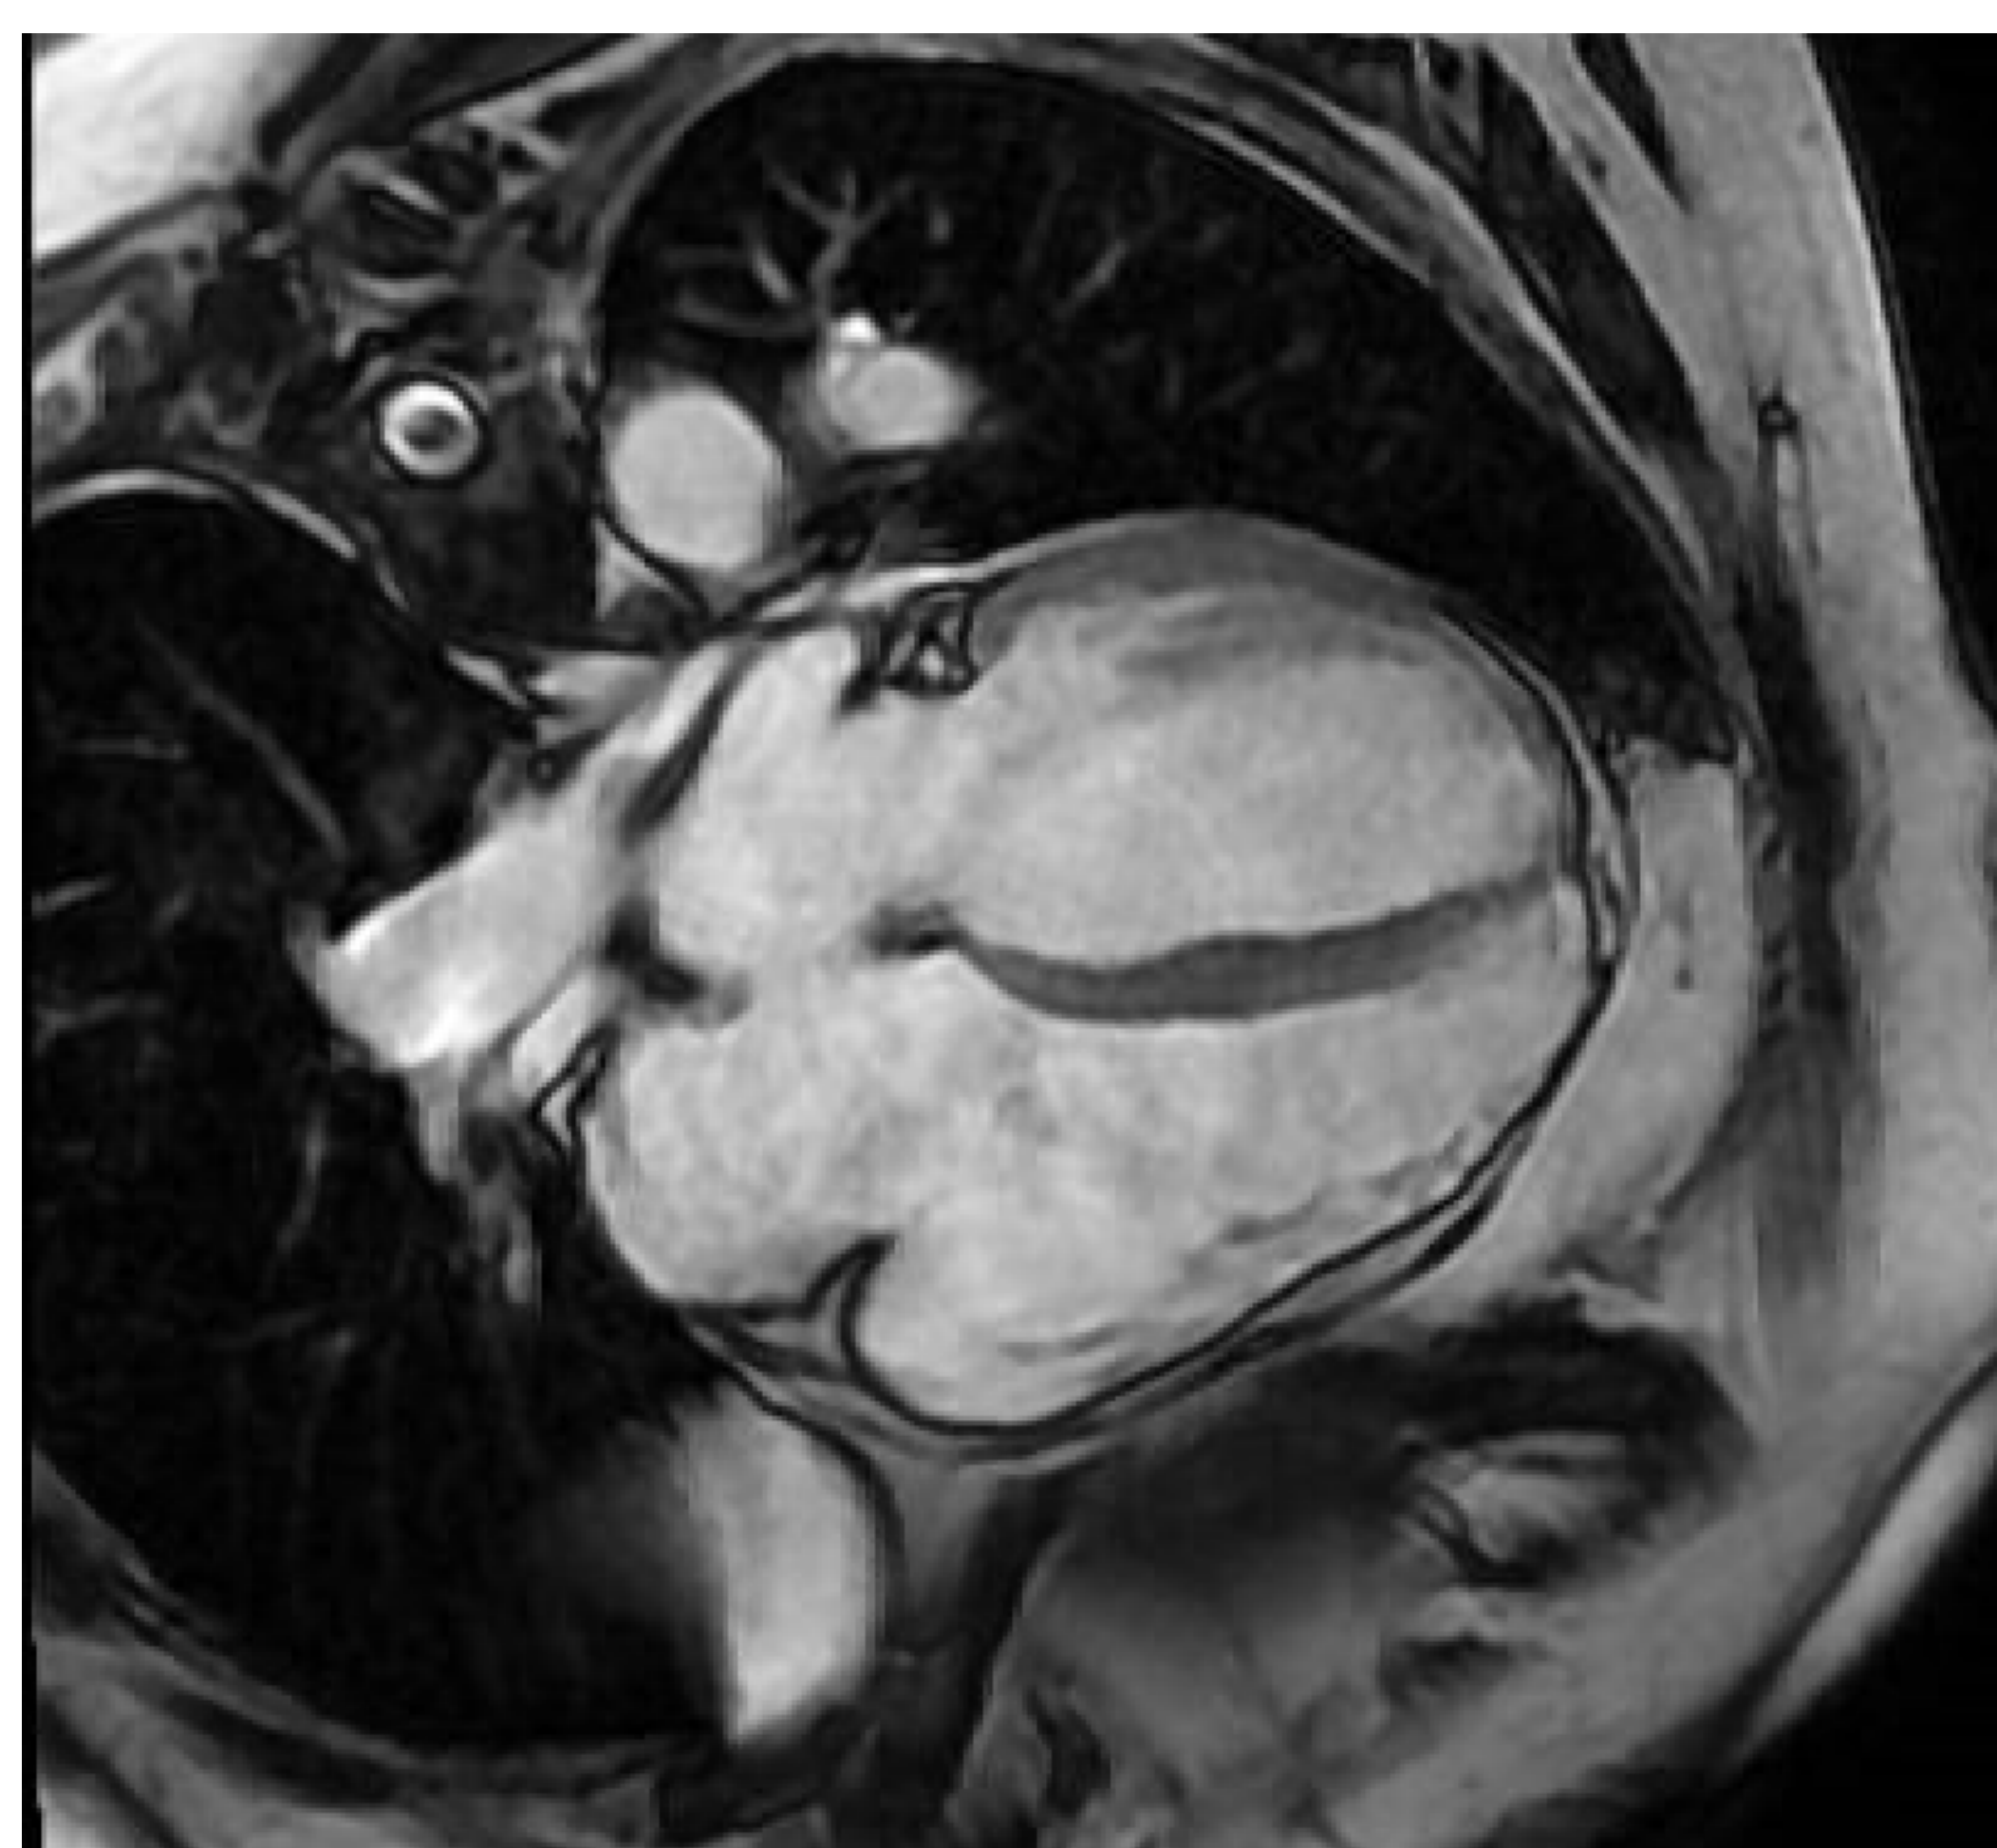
IRM cardiaque, incidence 4 cavités, montrant la CIA de type ostium secundum
